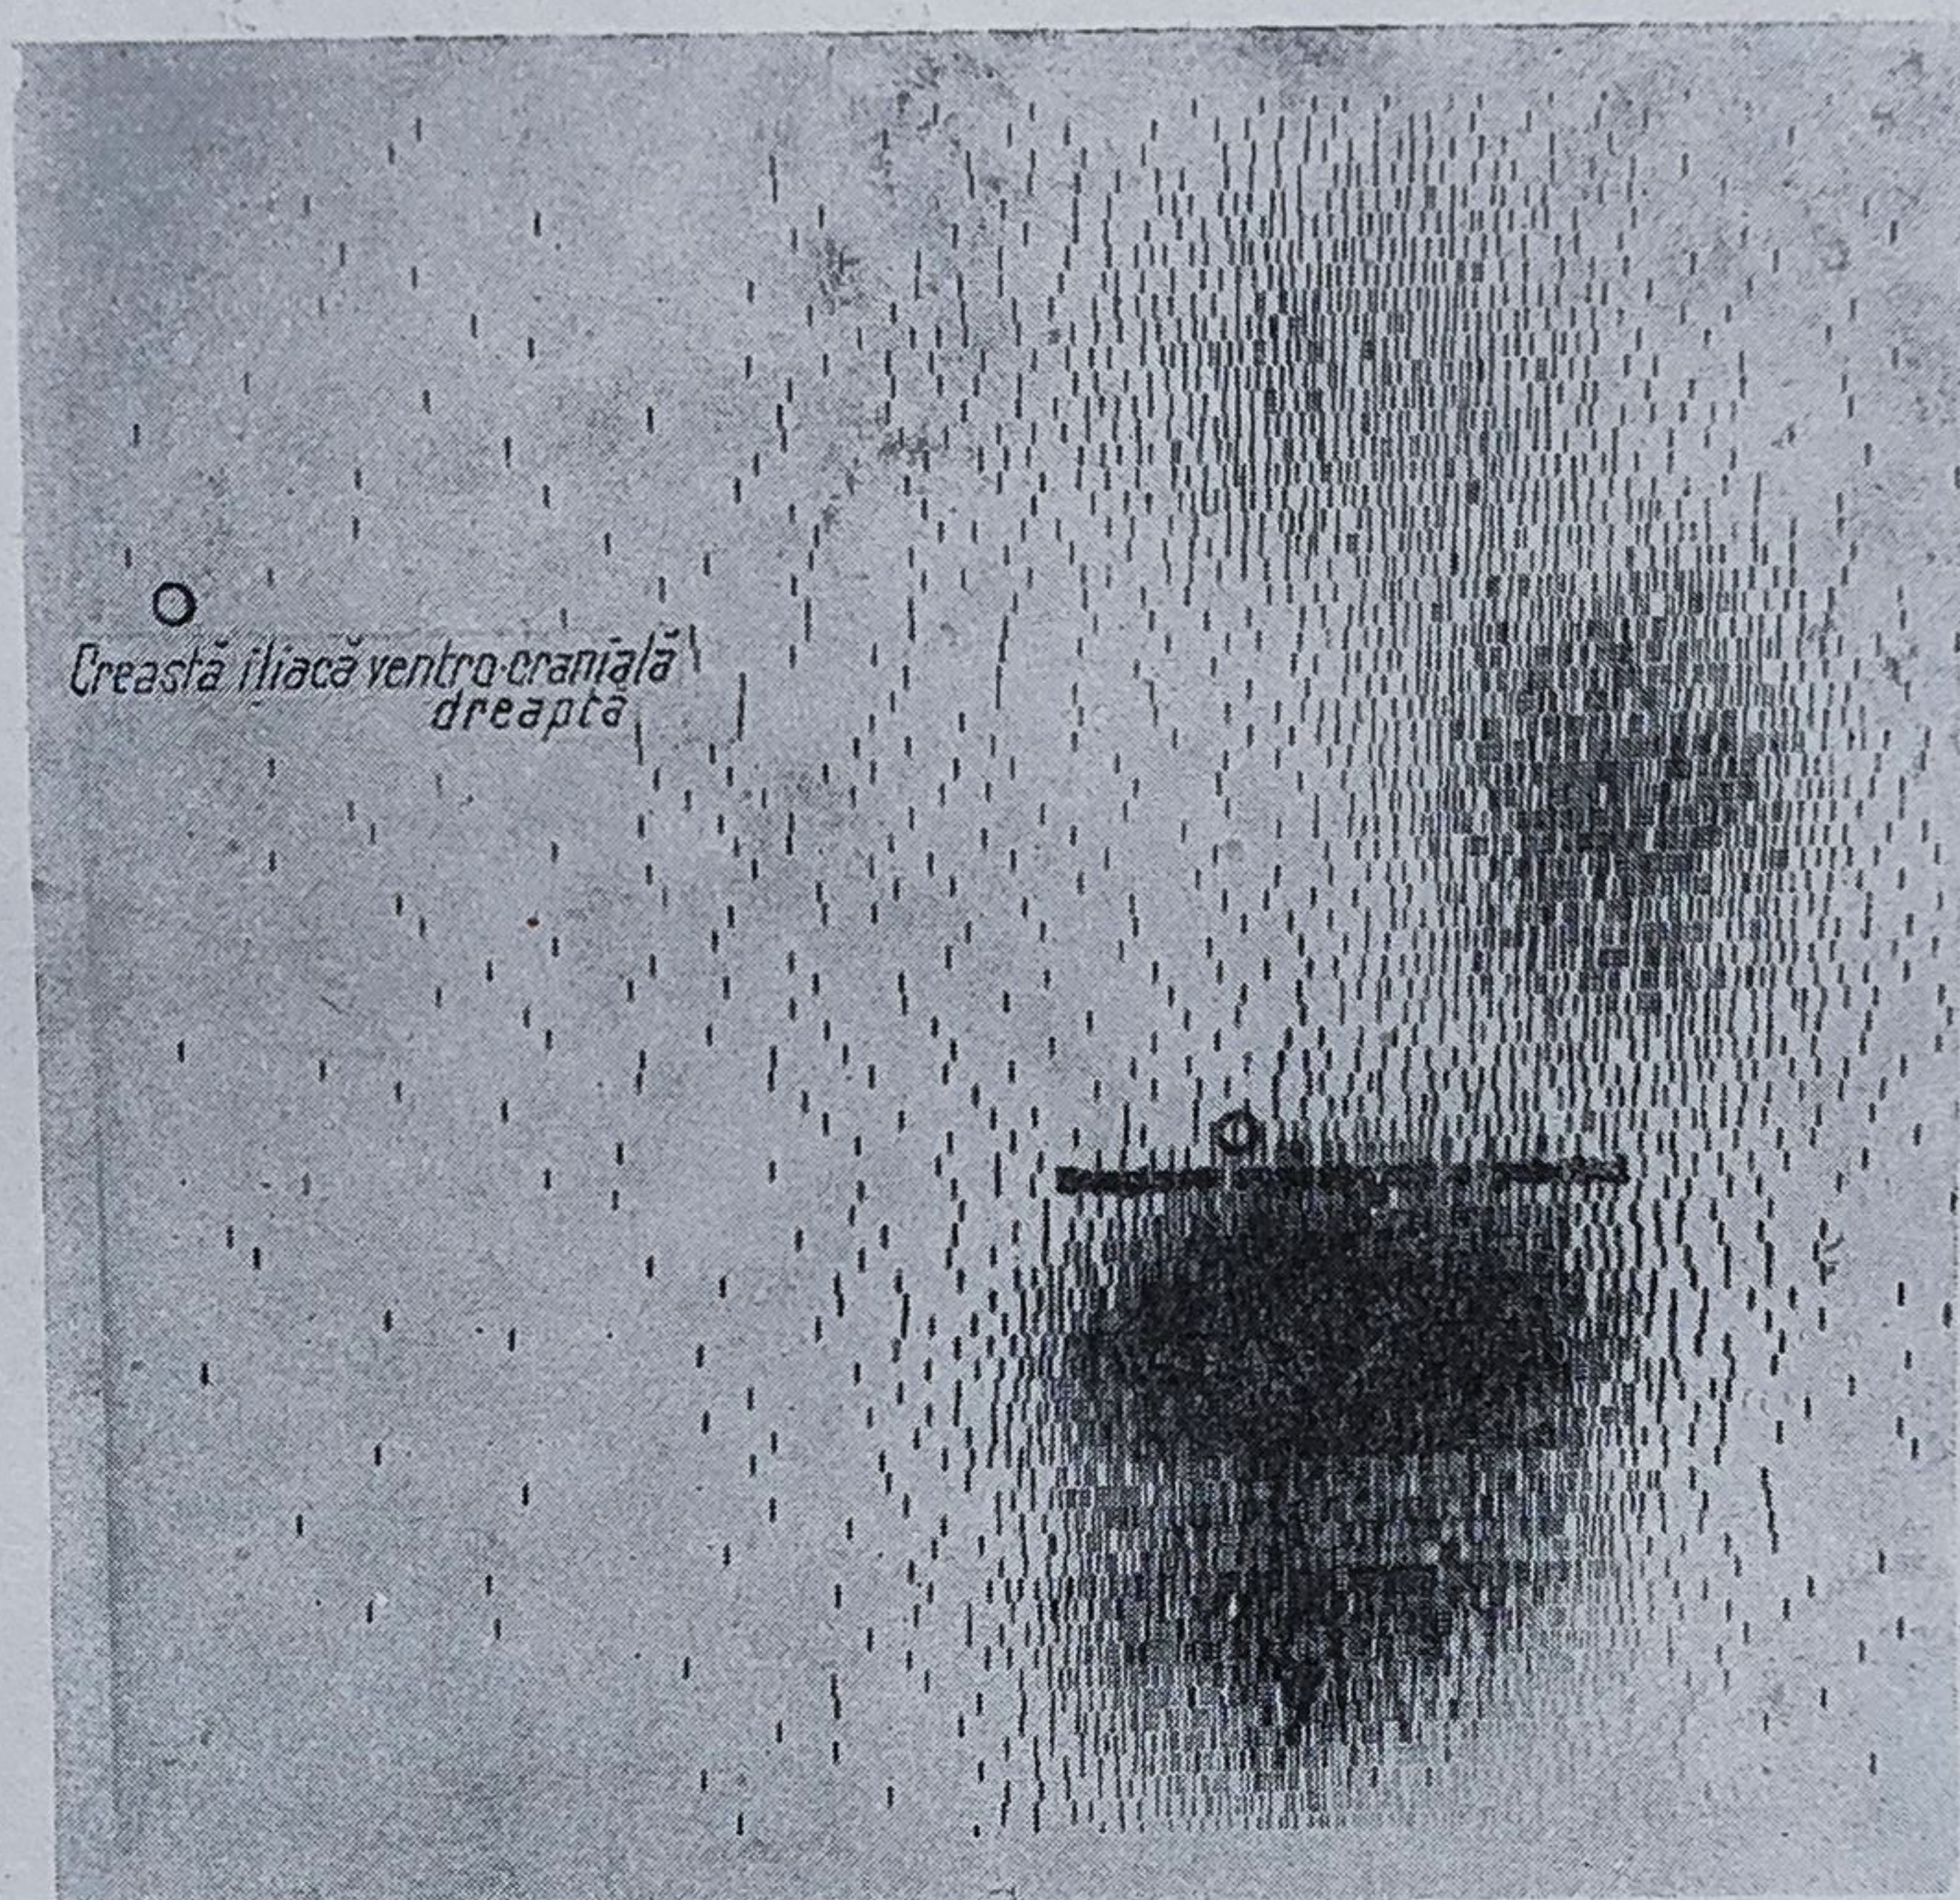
28. — Cancer ampular cu metastaze iliace drepte ($T_2M_3M_0$). Scintigrafie limfatică rectală (Laboratorul de radioizotopi — dr. Georgescu): injectare intrarectală și peritumorală cu $150 \mu\text{Ci } ^{198}\text{Au} + 75 \text{ u.i. hialuronidază}$; imaginea scintigrafică inferioară reprezintă radioactivitatea reziduală intrarectală și nu are valoare interpretativă; în jumătatea superioară a imaginii apare sub forma a două aglomerări ale substanței radioactive, lanțul ganglionilor iliac stâng; cel drept nu se vizualizează, fiind blocat de metastaze.
